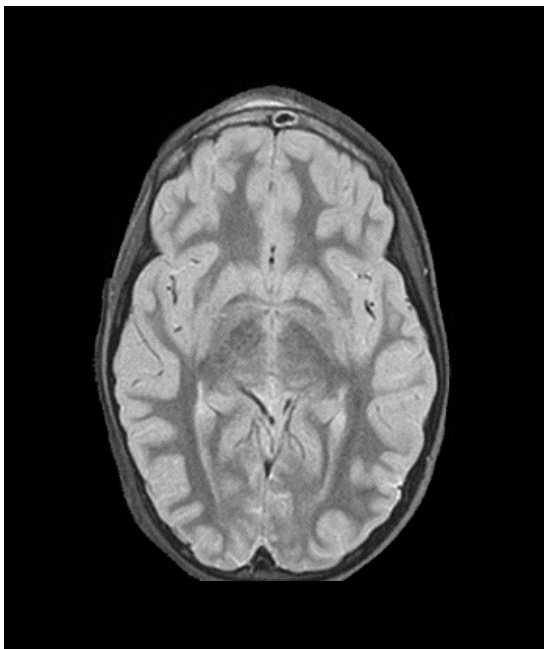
RM craneal STIR (corte axial): edema óseo y absceso subperióstico.
